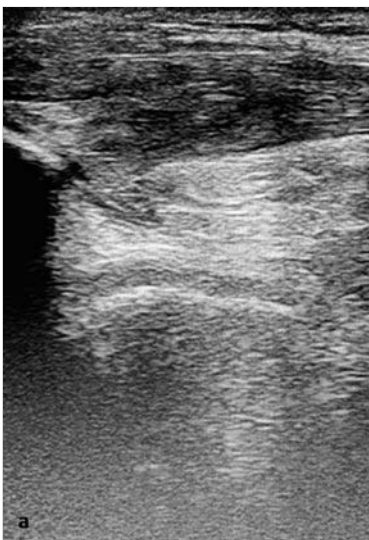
Sonografie eines Jumper's Knee Grad 2–3. Deutliche Veränderung der proximalen Patellarsehne.
